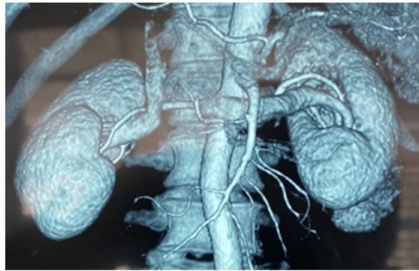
Hình ảnh bướu thận trái trên CT scan
